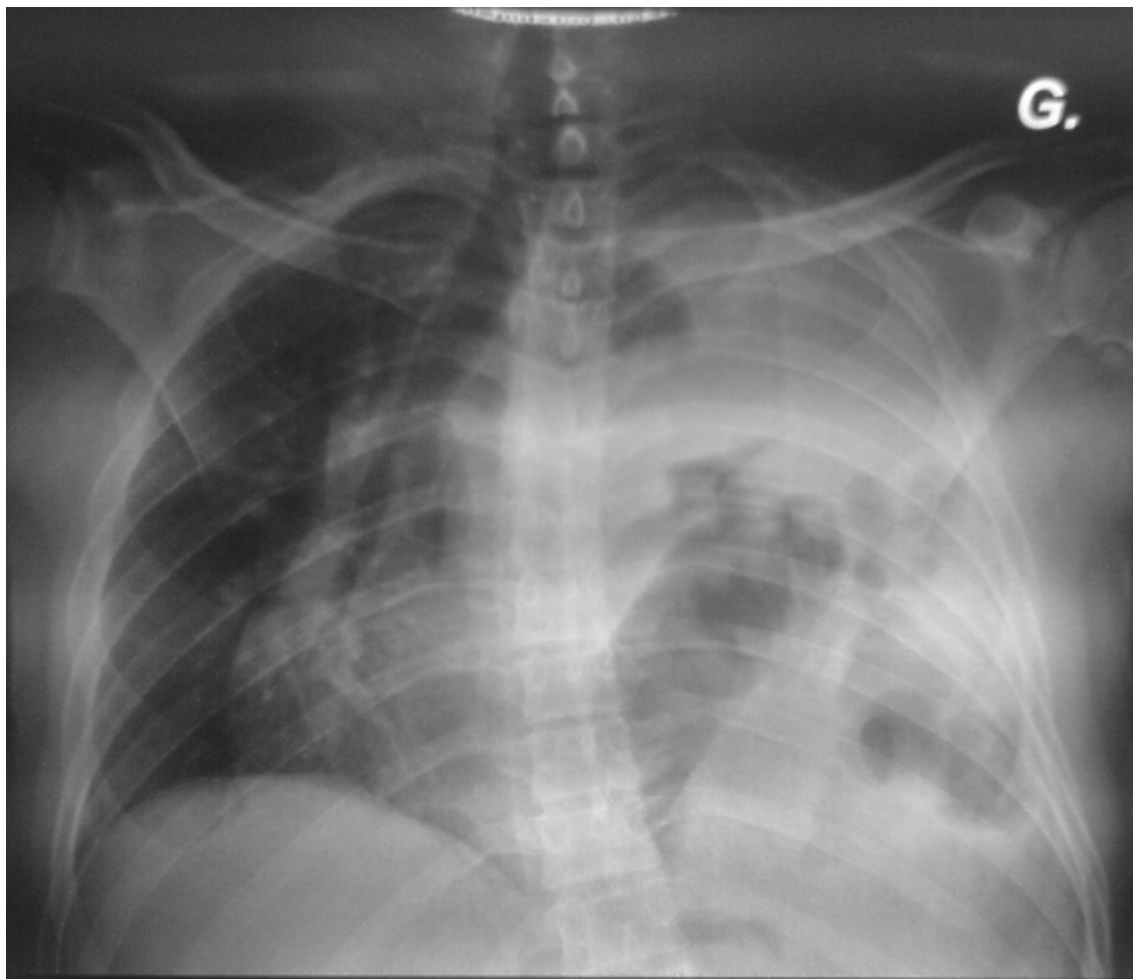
Radiographie thoracique : images aériques multiples avec des haustrations coliques au niveau de l'hémichamp pulmonaire gauche, associées à un refoulement important du médiastin témoins d'une plaie de la coupole gauche (diagnostiquée tardivement, 7 mois après une plaie basithoracique suturée avec radiographie thoracique jugée normale dans une clinique privée).
